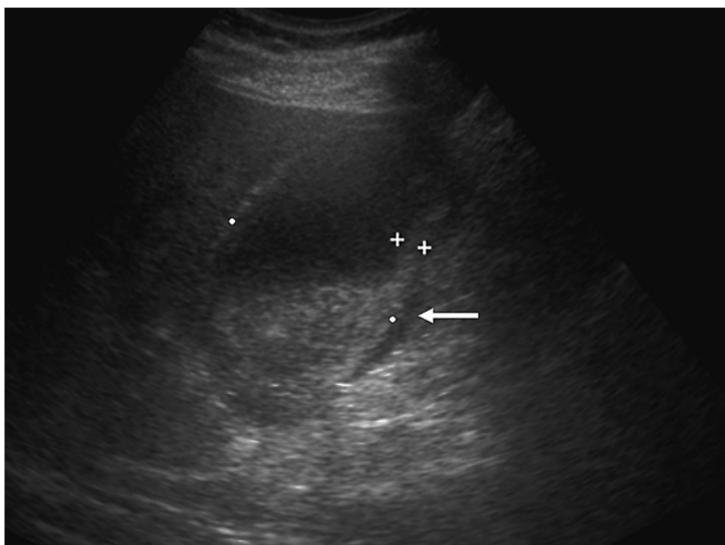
Ecografía abdominal que muestra colecistitis aguda con líquido pericolecístico (flecha blanca), engrosamiento de la pared vesicular (cruces blancas) y crecimiento de la dimensión del eje corto (puntos blancos). (Cortesía de Mustafa Secil, MD.)
